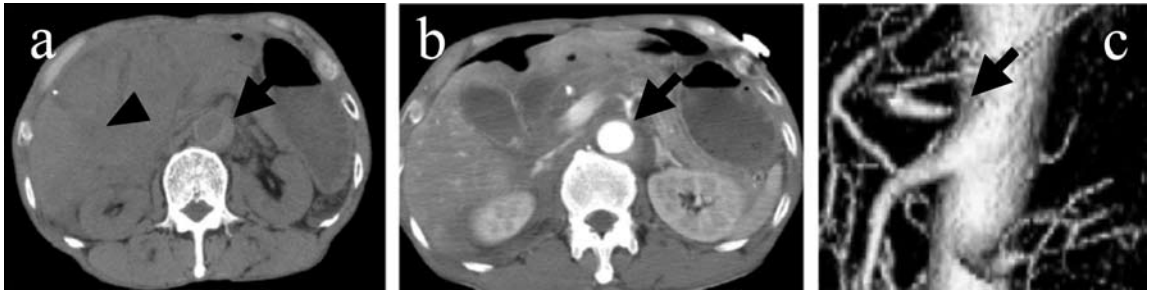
a: Plain abdominal CT, taken by local doctor.
